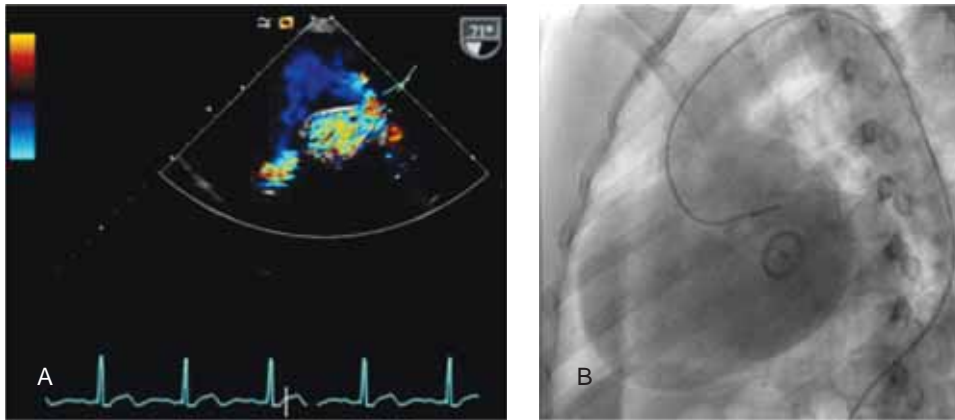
(a) Ecocardiograma transe-sofágico observando la apertura del defecto y el aneurisma circulante. (b) Cateterismo cardíaco en donde se corrobora aneurisma de la aorta ascendente sin afección a vasos en el cayado aórtico y sin comunicación con las cavidades derechas, además de que la prótesis mecánica aórtica no tenía fuga paravalvular.
